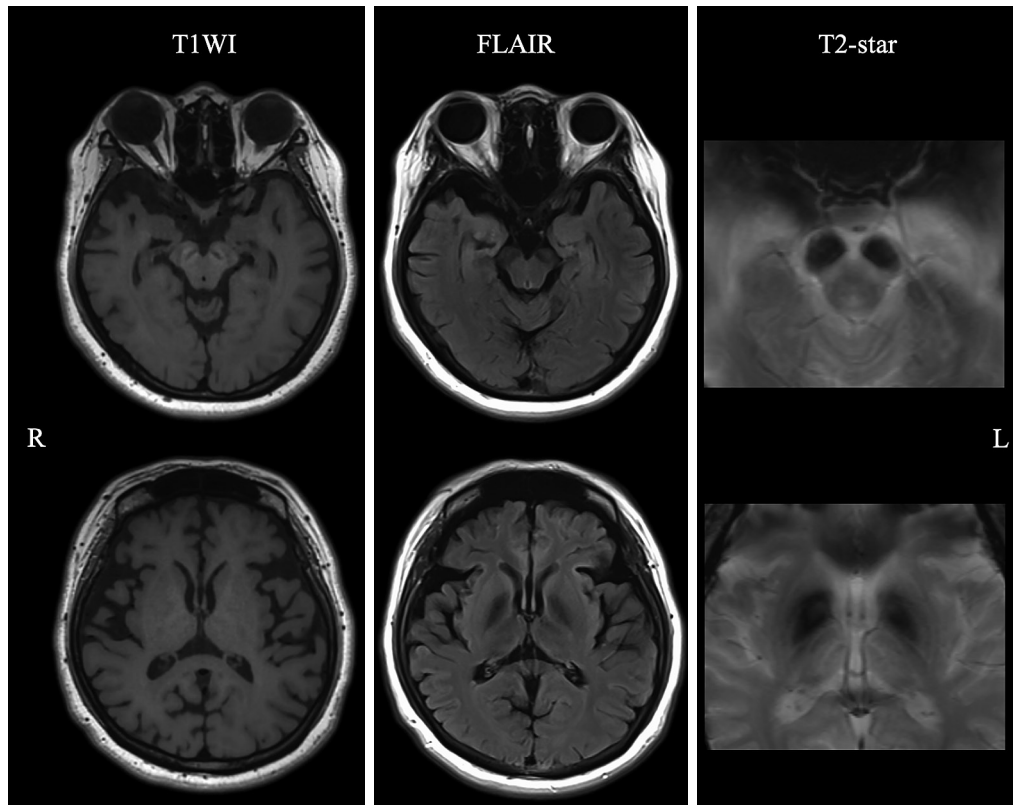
Brain MRI (T₁, FLAIR, T₂ STAR) on admission.
